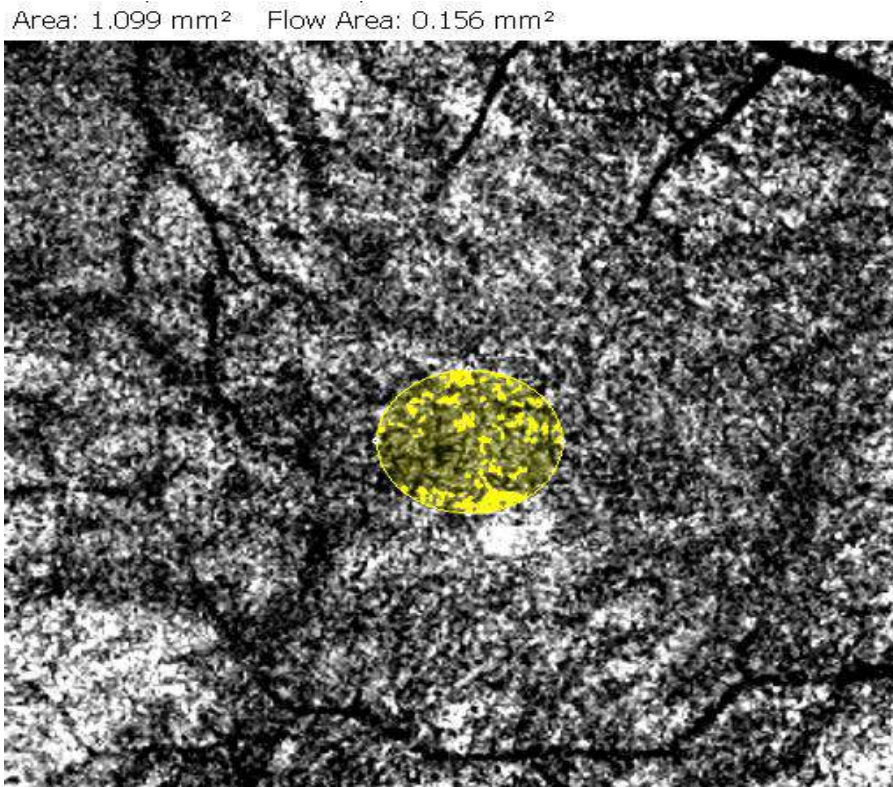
Вимірювання щільності перфузії хоріокапілярів у площі вимірювання, що відповідає площі диску зорового нерва (збільшений вигляд інтерфейсу програмного забезпечення томографа)
